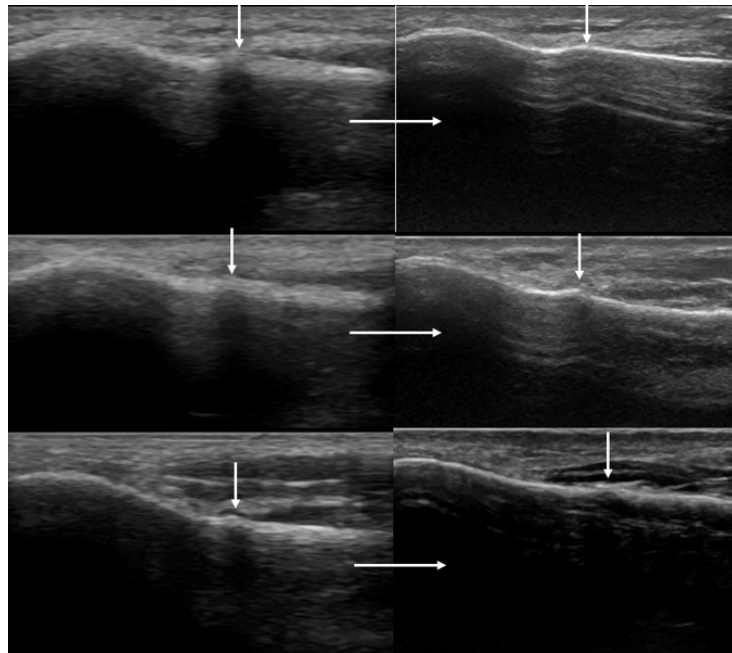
ベースライン超音波で皮質骨膨隆所見が陽性であったが，1年後までに完全骨折を発生しなかった選手の超音波画像．左がベースライン画像，右が1年後の画像．
